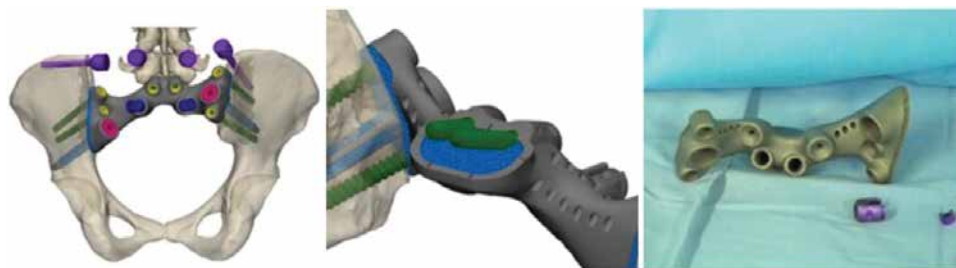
Финальный 3D-макет таза и его реальная модель, разработанные совместно биоинженером, хирургом и рентгенологом
